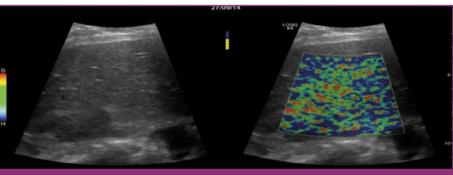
УЗИ-ЗГ пациента Д.
